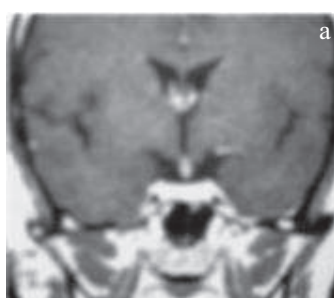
IRM d'une patiente présente un diabète insipide centrale en rapport avec une hypophysite auto-immune
